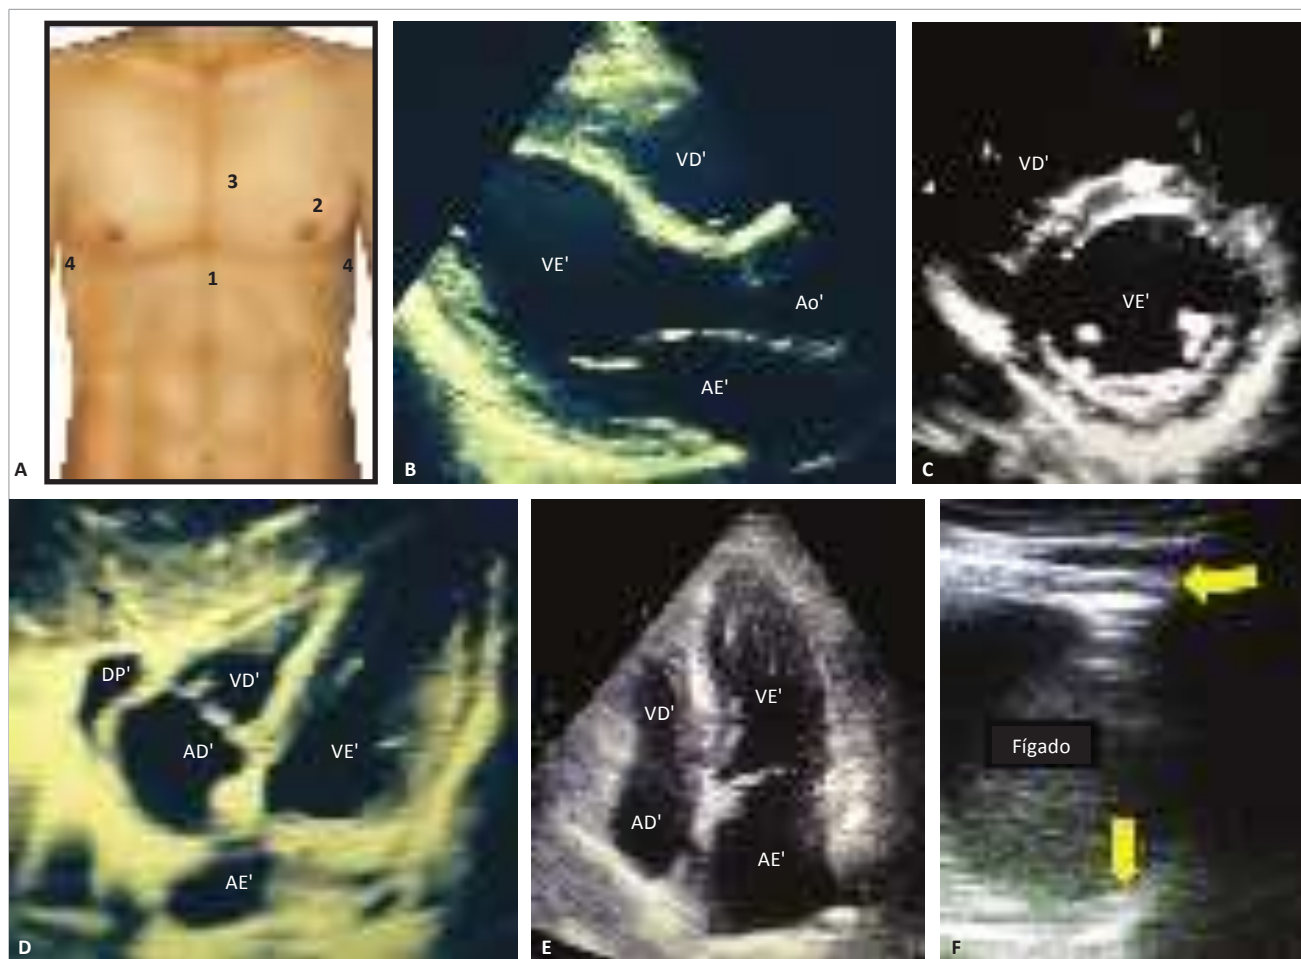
Referências anatômicas e imagens de ultrassonografia do protocolo FATE. (A) Referências anatômicas: 1. Subxifóidea, 2. Apical (quinto espaço intercostal ao nível da linha medi-clavicular), 3. Paraesternal (entre segundo e terceiro espaços intercostais ao nível da linha paraesternal esquerda), 4. Pleurodiafragmática (ao nível da linha axilar anterior). (B) Incidência paraesternal longitudinal normal. (C) Corte paraesternal transversal normal. (D) Projeção apical 4 câmaras normal. (E) Imagem subcostal com derrame pericárdico discreto. (F) Projeção pulmonar ao nível da seio costofrênico (transição pleurodiafragmática, em que podemos observar a linha diafrágica (seta vertical) e a linha pleural (seta horizontal)).
